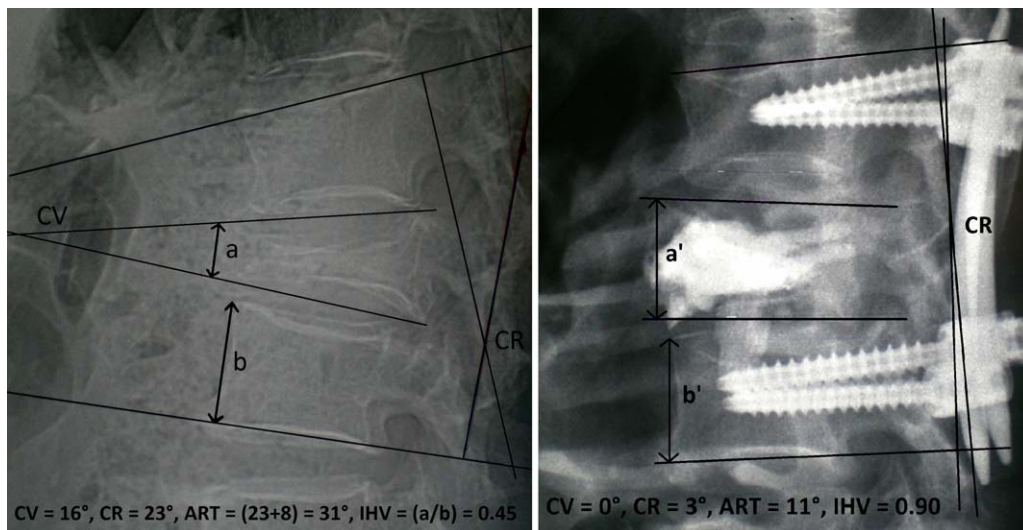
Fracture A3 de L2 chez un homme de 77 ans (radiographies pré- et postopératoire).
